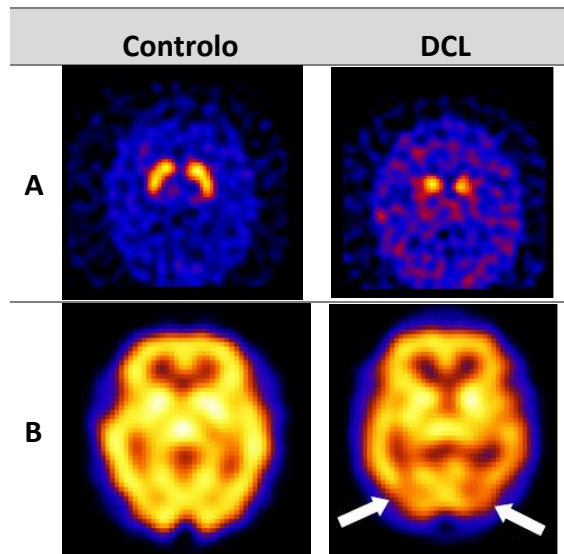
Alterações imagiológicas num paciente com DCL. [adaptado e traduzido de (53)] (A) Neuroimagem do transportador de dopamina (¹²³I-FP-CIT SPECT). O controlo apresenta níveis normais de transportador de dopamina no corpo estriado. O paciente com DCL apresenta captação reduzida bilateralmente no putâmen, refletindo a degeneração nigroestriatal. (B) Neuroimagem de fluxo sanguíneo cerebral (^{99m}Tc-HMPAO SPECT). O paciente com DCL revela défices de perfusão principalmente em áreas confinadas às regiões posteriores, incluindo os lobos occipitais posteriores.
